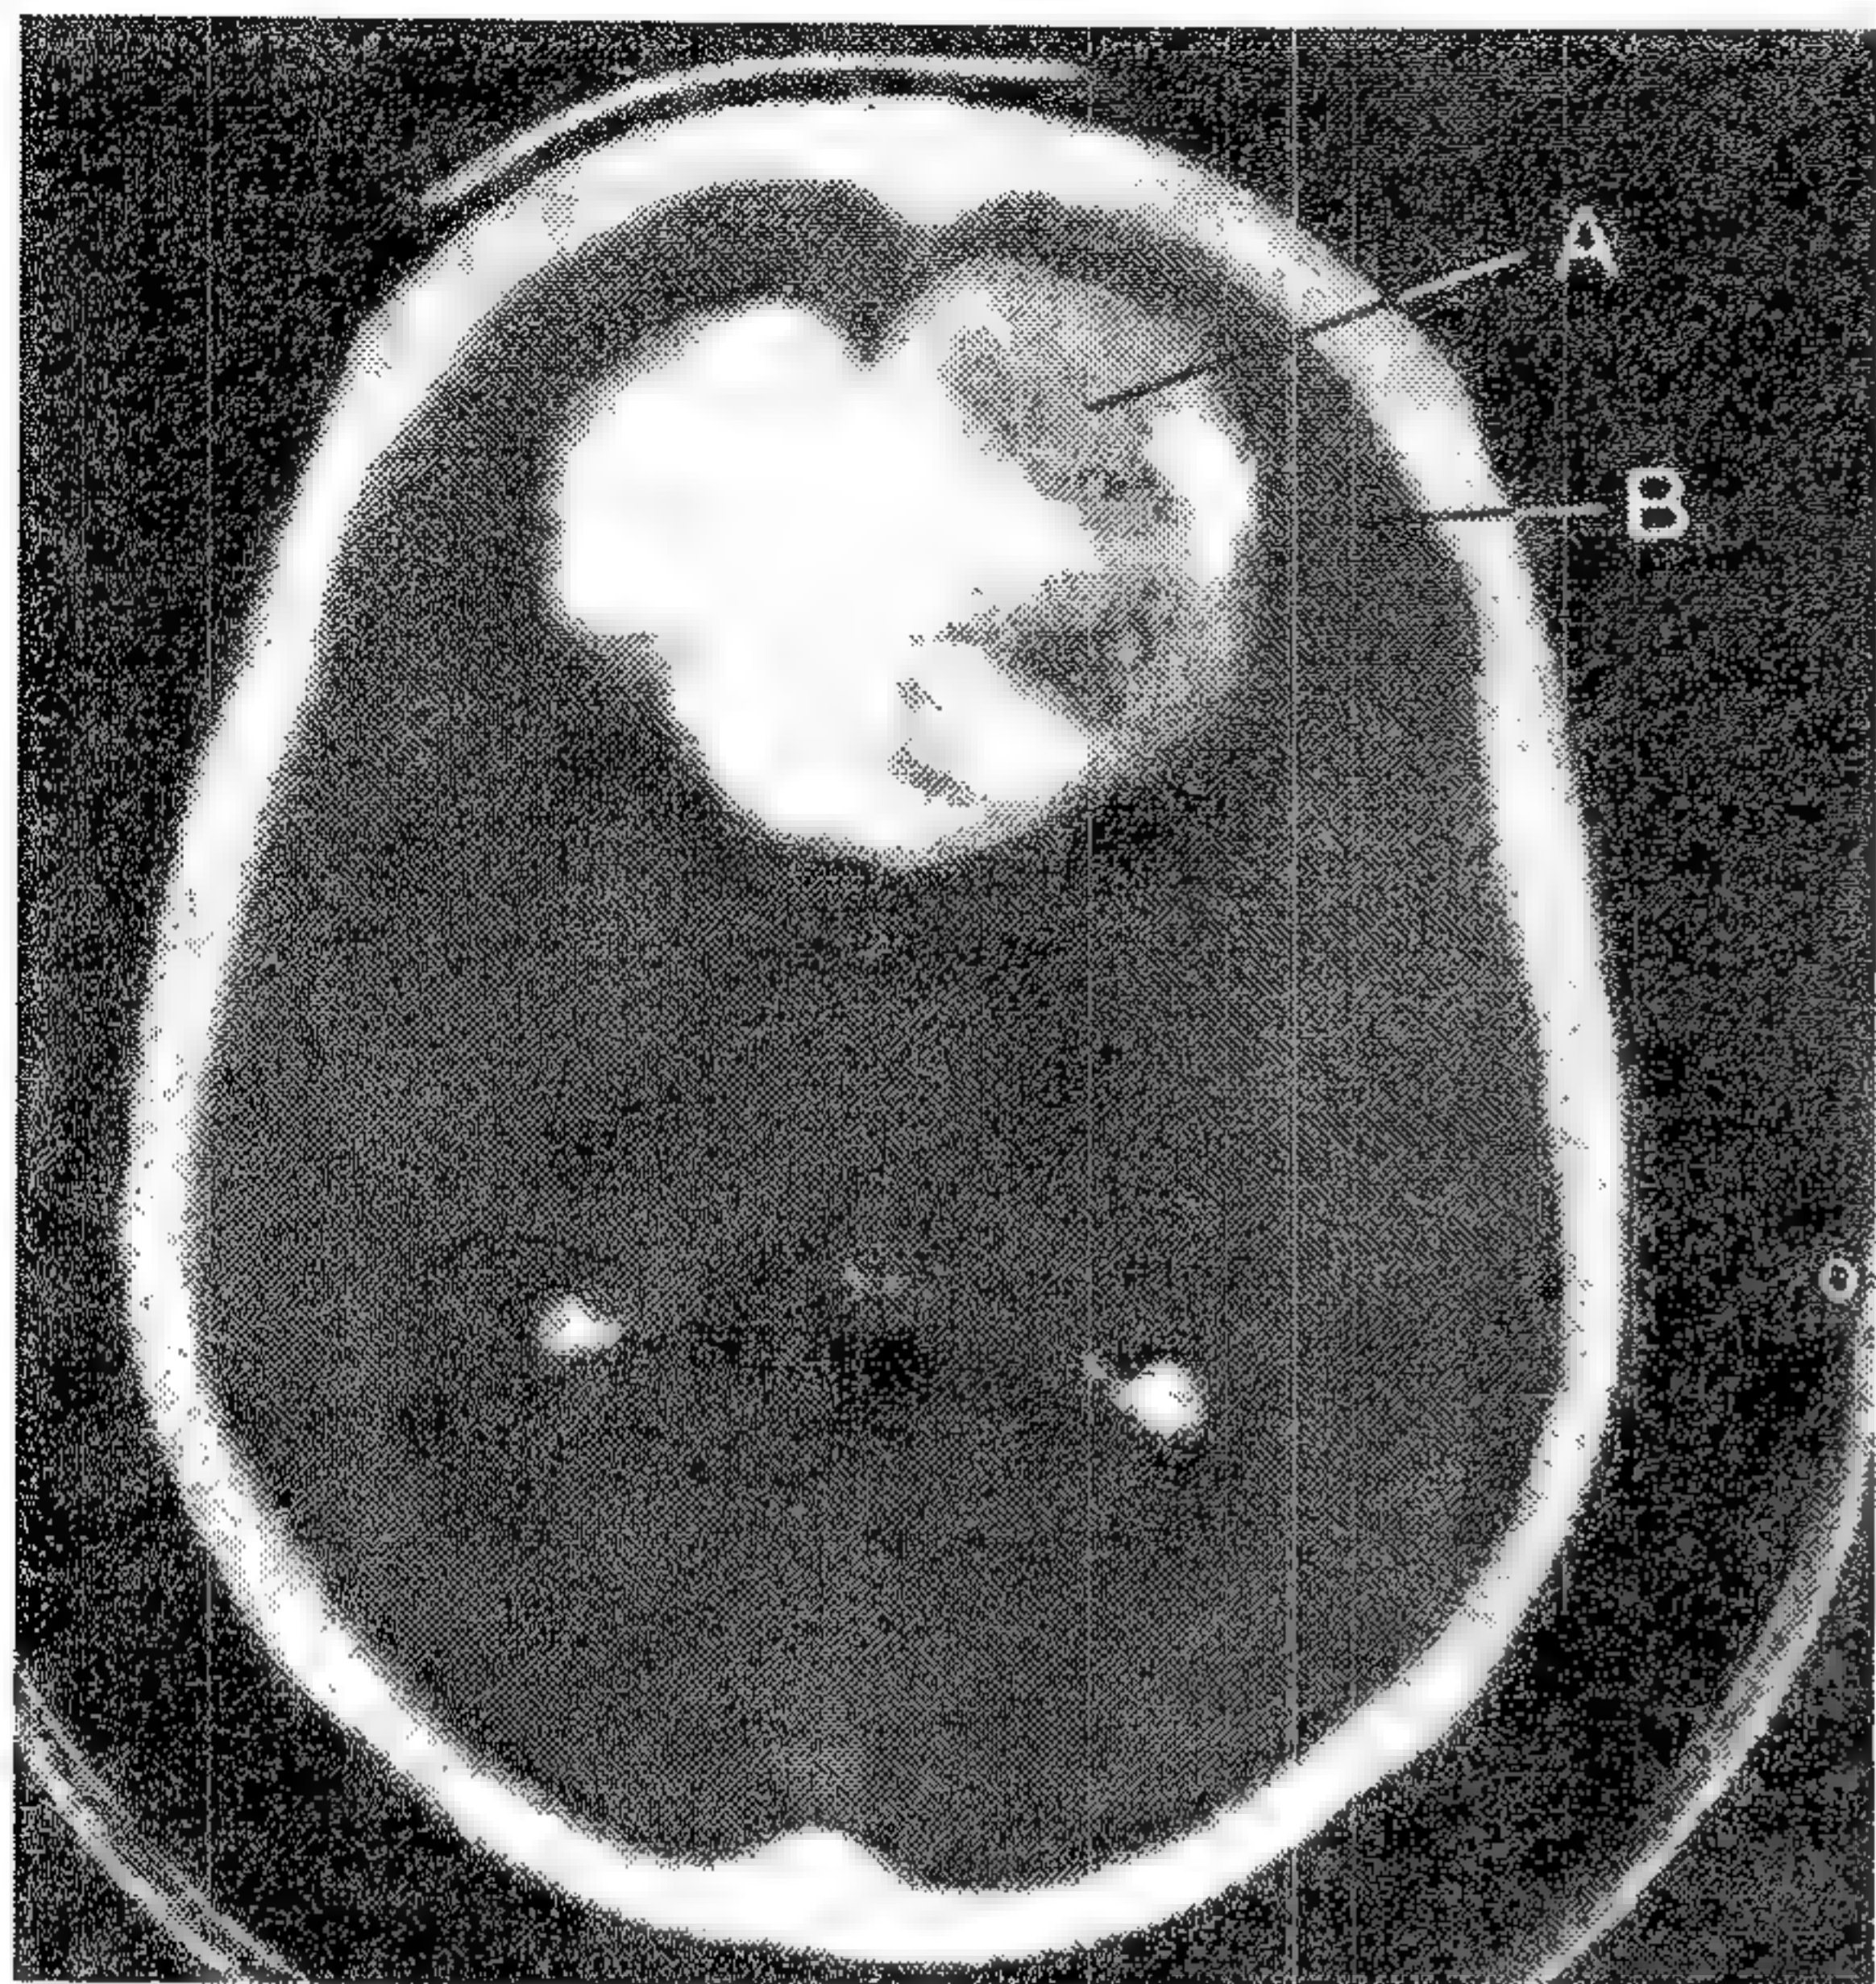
CT cu contrast. Meningiom bifrontal mare (A) cu edem de vecinătate (B).
